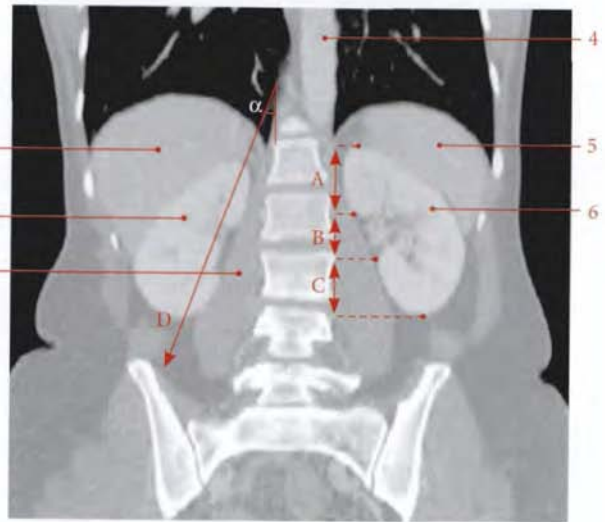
Situation et direction du rein. Coupe TDM frontale (coronale) de l'abdomen (cliché Dr Th. Diesce)
